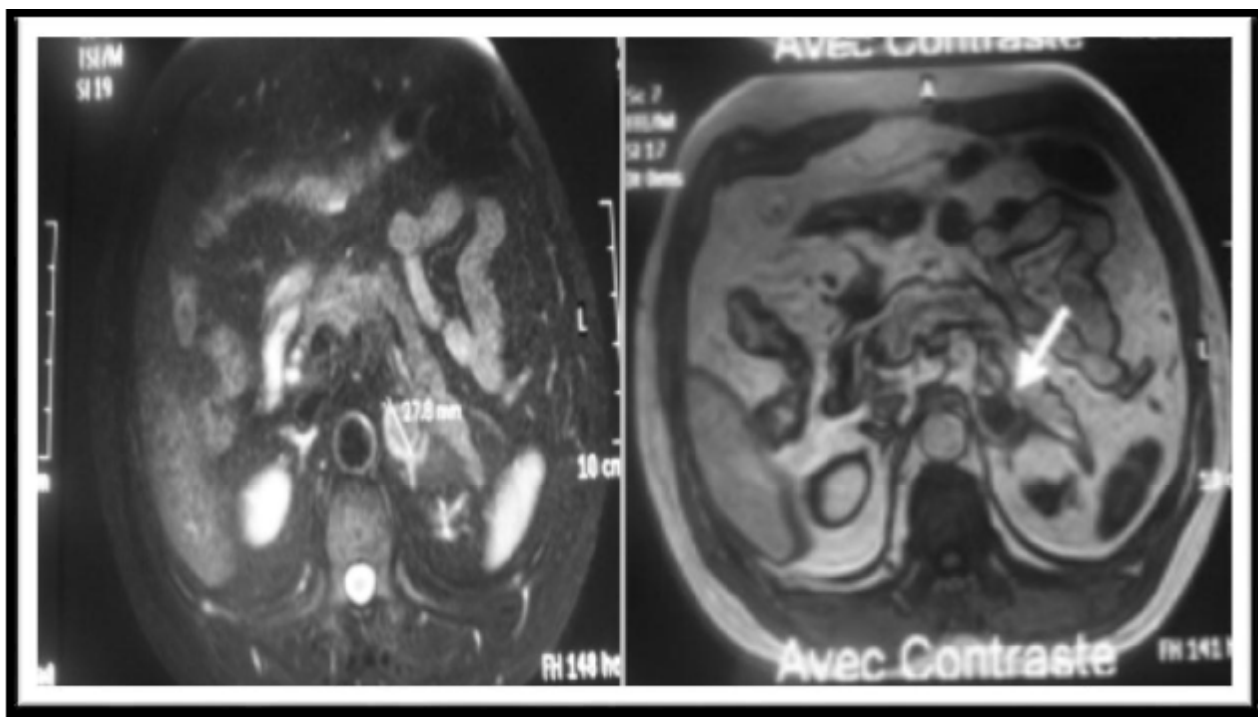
IRM abdominale montrant une petite formation arrondie de 2,9 cm de diamètre hyper intense en T2, hypo intense en T1 et indifférente vis à vis de contraste de siège surrenalien gauche (CHU Mohammed Oujda)
